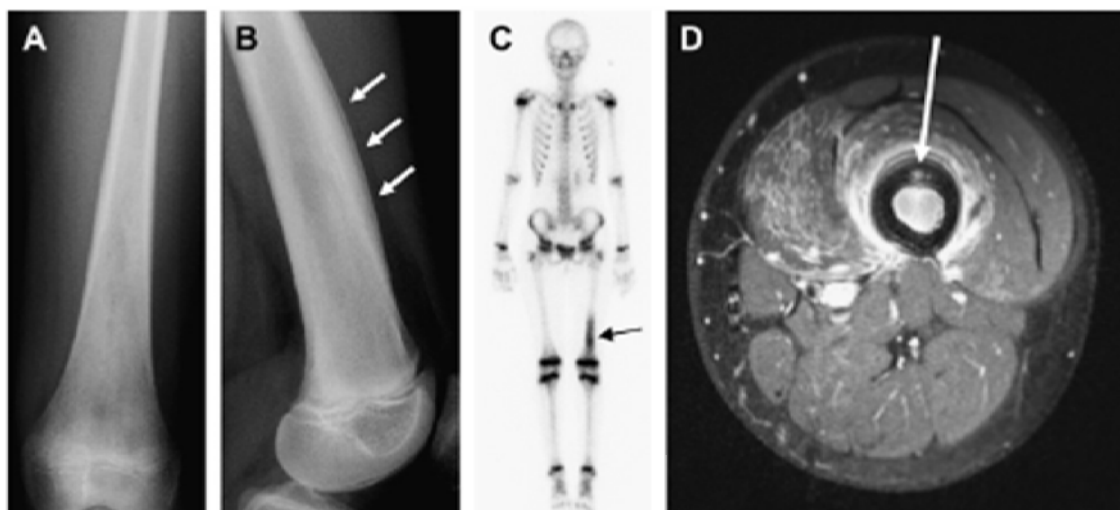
Imagen de una paciente de 13 años con dolor en el muslo izquierdo durante varias semanas y con presunto diagnóstico de SE. Radiografías A. antero-posterior y B. lateral del fémur izquierdo que muestran una mineralización heterogénea y una reacción en capas del periostio a lo largo de la diáfisis anterior (flechas). C. Gammagrafía ósea MDP [99mTc] que muestra el incremento de actividad metabólica en la zona (flecha). D. RMN axial con contraste que muestra un pequeño absceso cortical con saturación de grasa (flecha), lo que indica osteomielitis, confirmada posteriormente por biopsia. Imagen extraída de Kaste, 2011.
